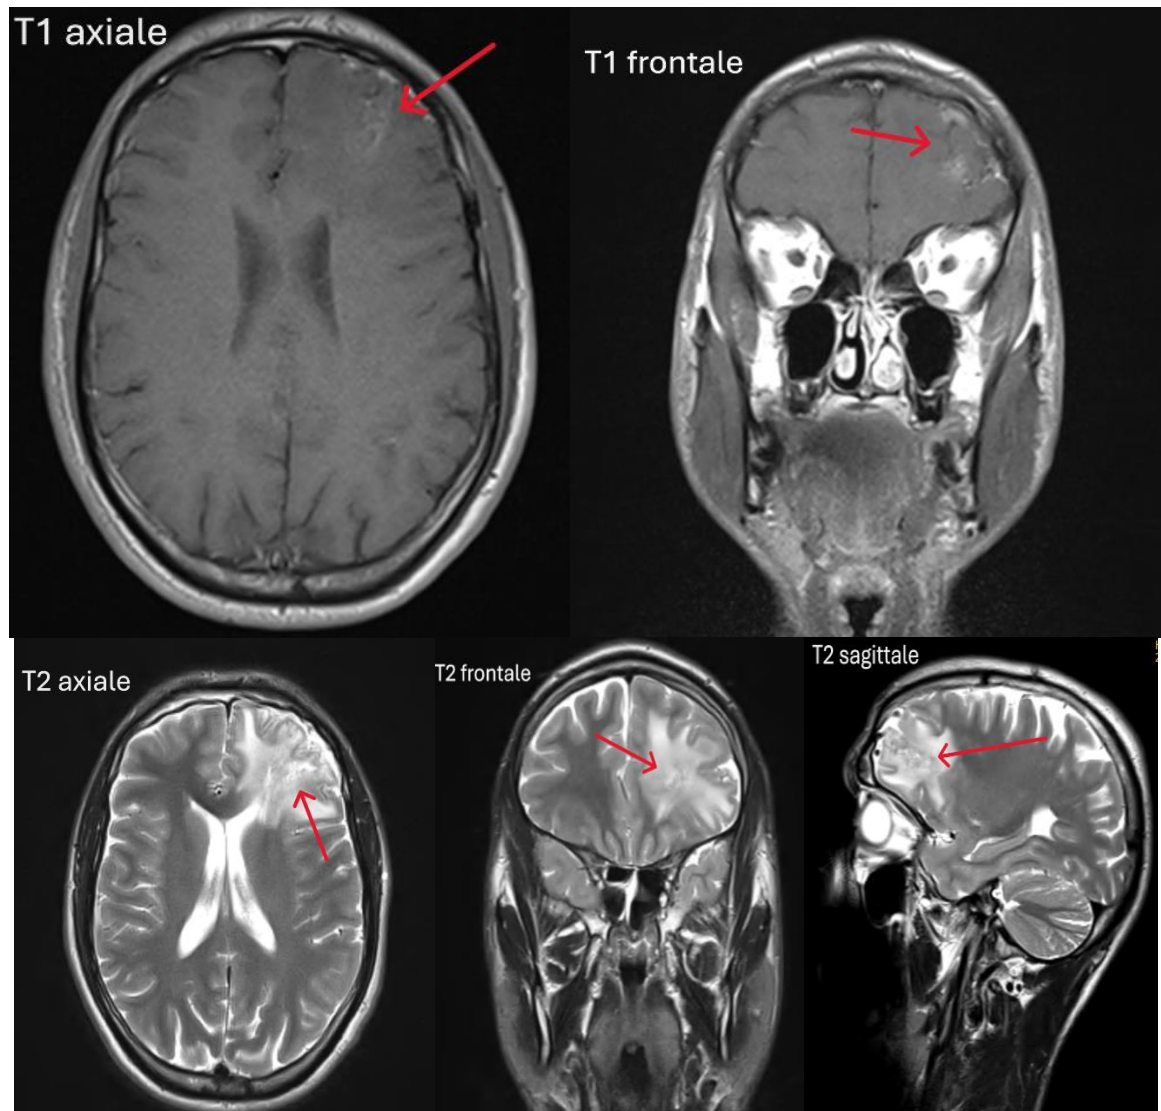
IRM encéphalique du contrôle du patient A.M après 1 an pondérées T1 et T2 en coupes axiale, frontale et sagittale montrant une régression quasi totale de la MAV avec présence d'une plage en hypersignal T2 et FLAIR frontale gauche séquellaire (flèche rouge)
